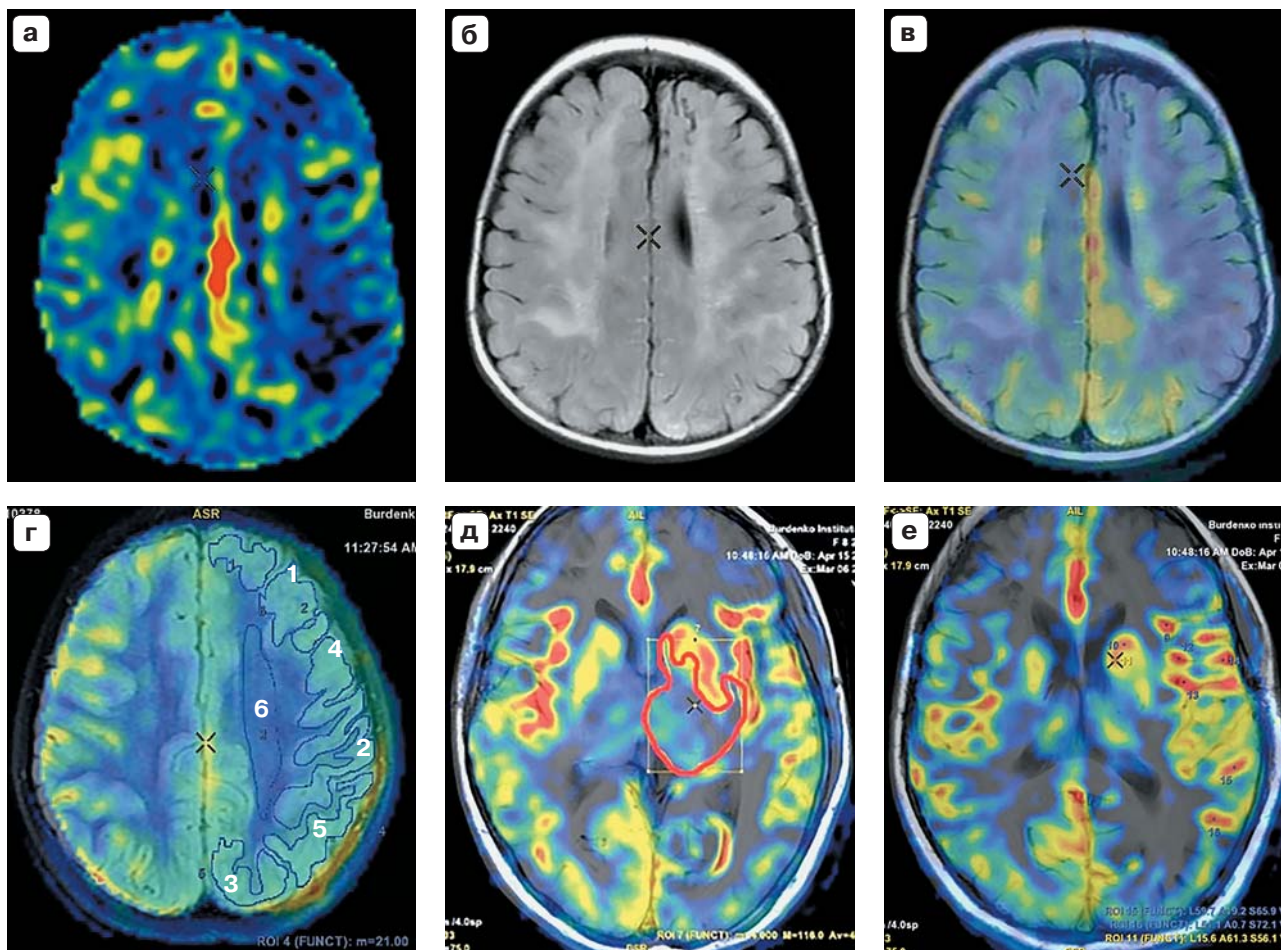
Методика измерения CBF с помощью метода ASL. а – полученная в результате обработки перфузионная карта регионарного мозгового кровотока (CBF); б – режим T2-FLAIR, который позволяет визуализировать границы серого и белого вещества головного мозга; в – совмещенная перфузионная карта CBF с режимом T2-FLAIR при помощи метода Fusion; г – выставленные вручную области интереса: 1 – кора области кровоснабжения ПМА, 2 – кора области кровоснабжения СМА, 3 – кора области кровоснабжения ЗМА, 4 – кора области смежного кровообращения ПМА-СМА, 5 – кора области смежного кровообращения СМА-ЗМА, 6 – область белого вещества на уровне семи-овального центра; д – ROI в области базальных ганглиев, область интереса выставлена в обход АТА; е – регистрация значений, степени выраженности и локализации АТА.
